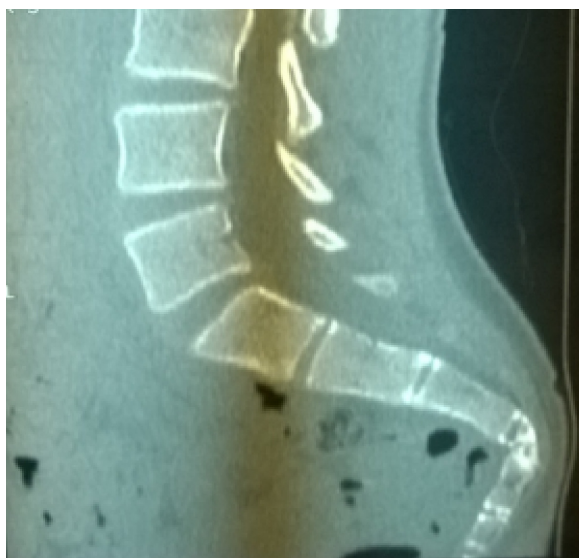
Corte sagital de Tomografía Computada.
